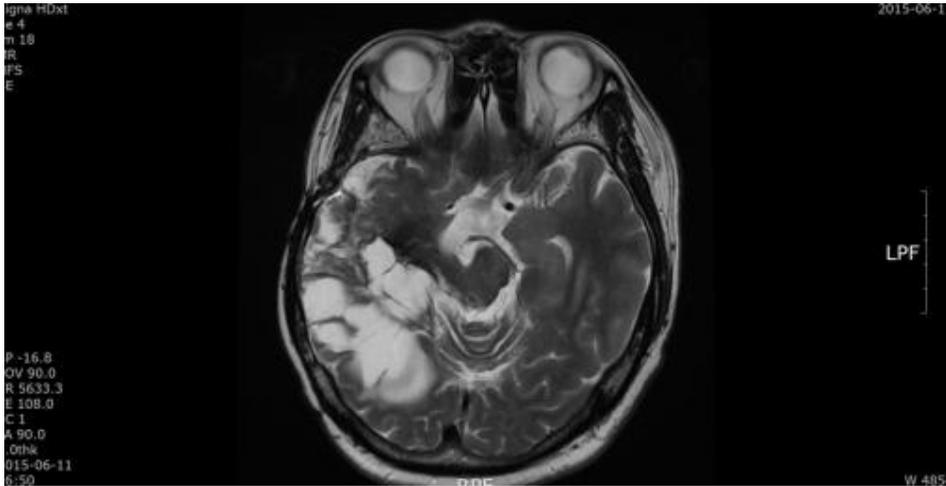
Brain MRI (2015.06.11.)
